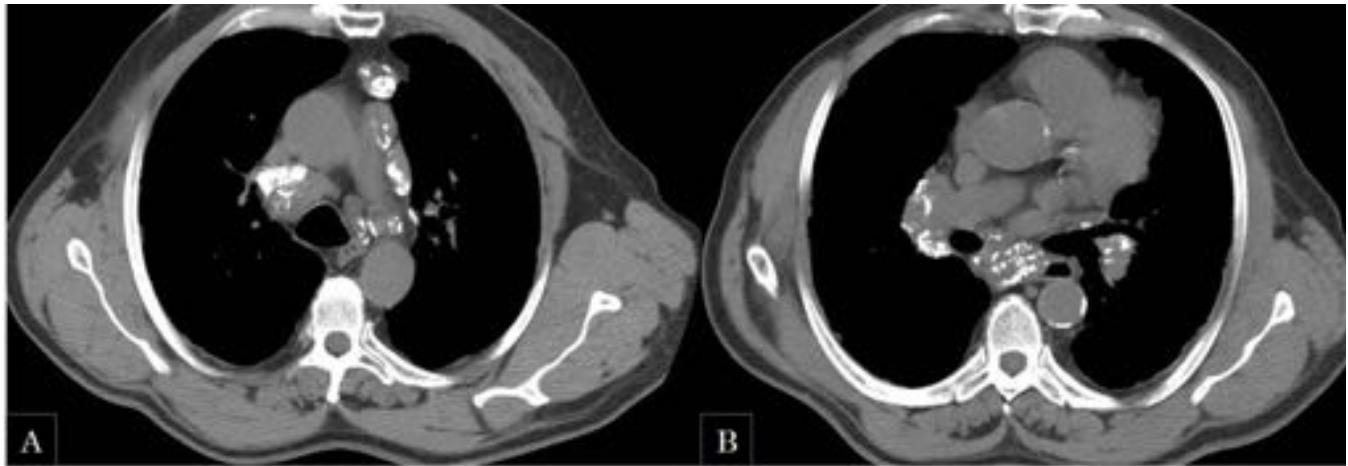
Varón de 60 años con antecedentes de sarcoidosis estadio IV. A y B) cortes axiales de TC torácica: se observan múltiples adenopatías mediastínicas, localizadas en prácticamente todos compartimentos, e hiliares bilaterales, con calcificaciones groseras en su interior.
